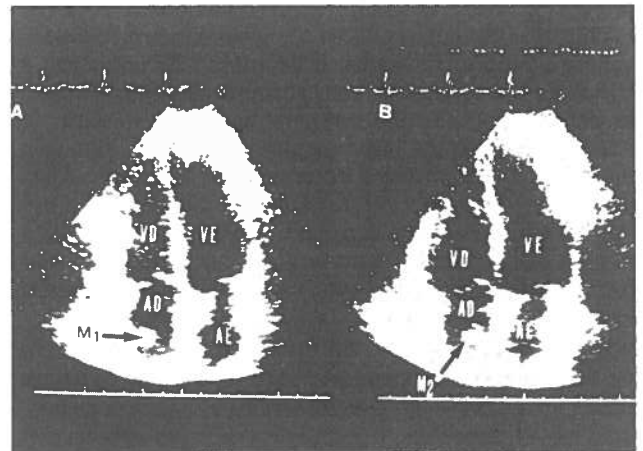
Ecocardiograma bidimensional em incidência apical 4 câmaras: Presença de duas massas (M1, M2) intra-auriculares direitas.
